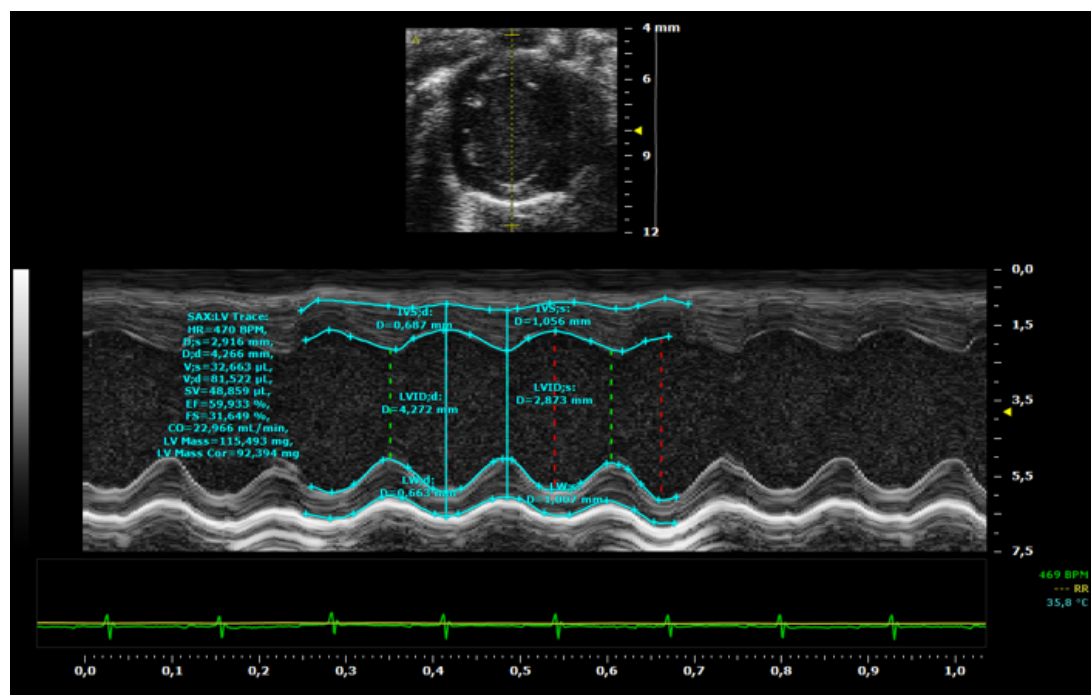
Exemplarische Darstellung der M-Mode Auswertung. Dargestellt ist eine exemplarische Messung der linksventrikulären Dimensionen in der parasternalen kurzen Achse. HR = *heart rate*, Herzfrequenz. D;s = Diameter systolisch. D;d = Diameter diastolisch, V;s = systolisches Ventrikelvolumen; V;d = diastolisches Ventrikelvolumen. SV = Schlagvolumen. EF = Ejektionsfraktion. FS = *fractional shortening*. CO = *cardiac output*, Herzzeitvolumen. LV Mass = linksventrikuläre Masse. IVS;s = interventrikuläres Septum in der Systole. IVS;d = interventrikuläres Septum in der Diastole. LVID;d = linksventrikulärer Innendurchmesser in der Diastole. LVID;s = linksventrikulärer Innendurchmesser in der Systole. LW;d = linke Ventrikelhinterwand in der Diastole. LW;s = linke Ventrikelhinterwand in der Systole.
